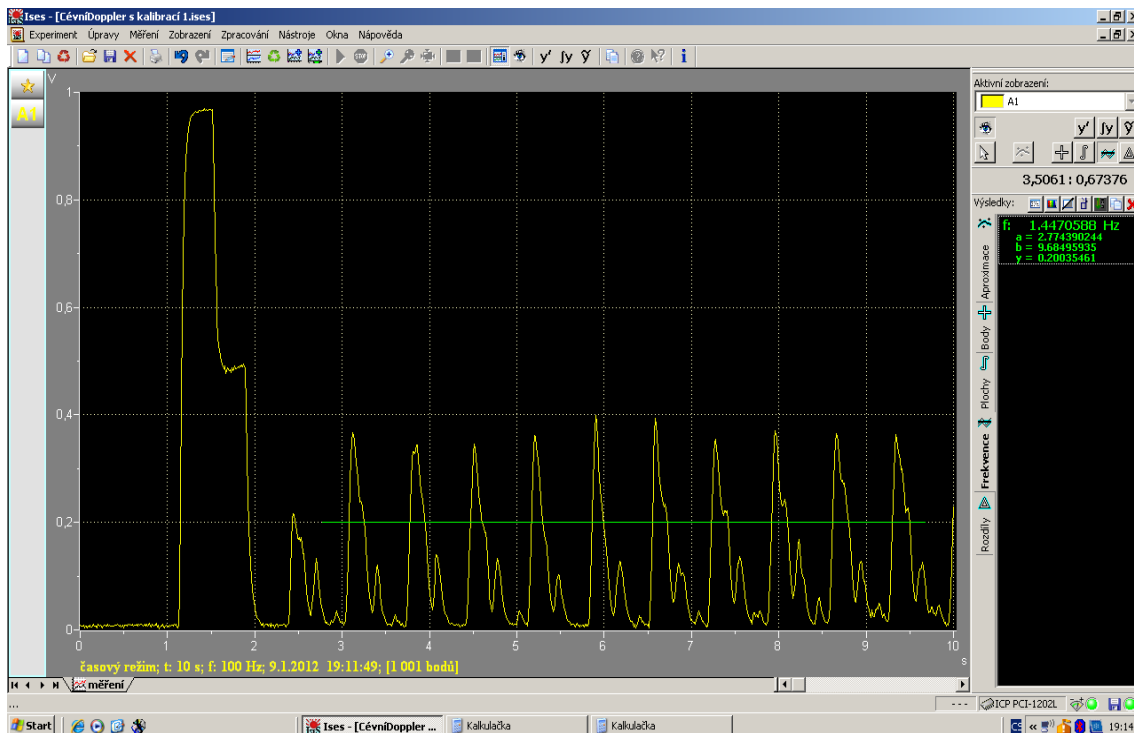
Cévní Doppler [1]
